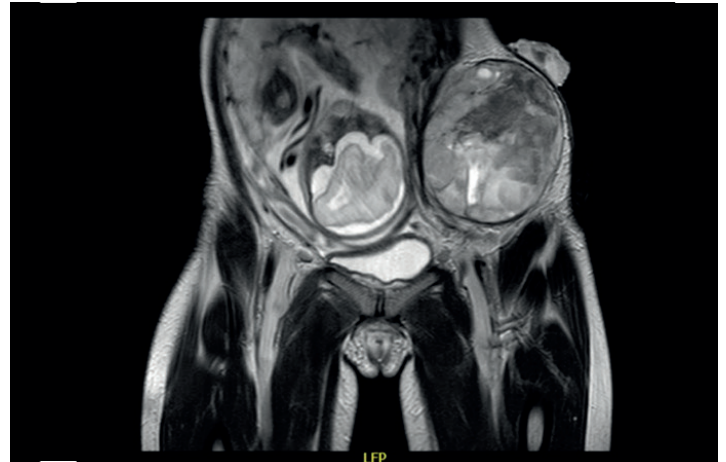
Resonancia magnética inicial, pretratamiento. A. Corte axial. B. Corte coronal. Se evidencia el útero grávido, con feto único y una lesión heterogénea y tumoral de 10 cm × 13 cm × 13 cm, predominantemente hiperintensa en la pared abdominal de la fosa iliaca izquierda, que infiltra la piel, el tejido celular subcutáneo y el plano muscular del oblicuo externo, con extensión a la grasa intermuscular, las fibras del oblicuo interno y al borde lateral del músculo recto abdominal izquierdo.
